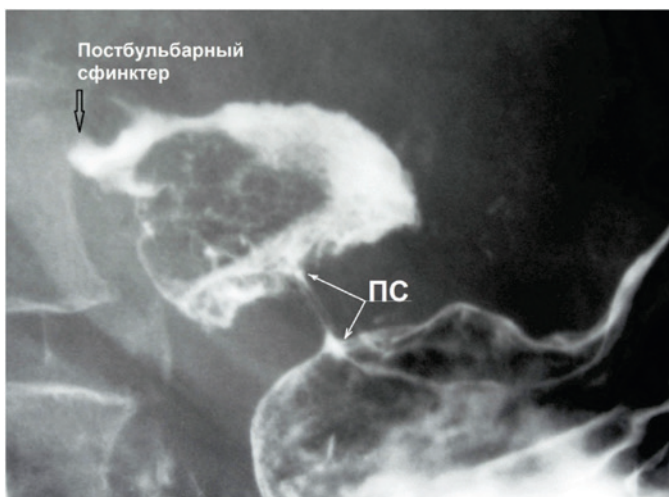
Прицельная рентгенограмма желудочно-дуоденального перехода взрослого пациента. Между желудком и луковицей ДПК определяется зона сокращения (ПС) длиной 0.75 см, которая регулирует эвакуацию химуса из желудка.
